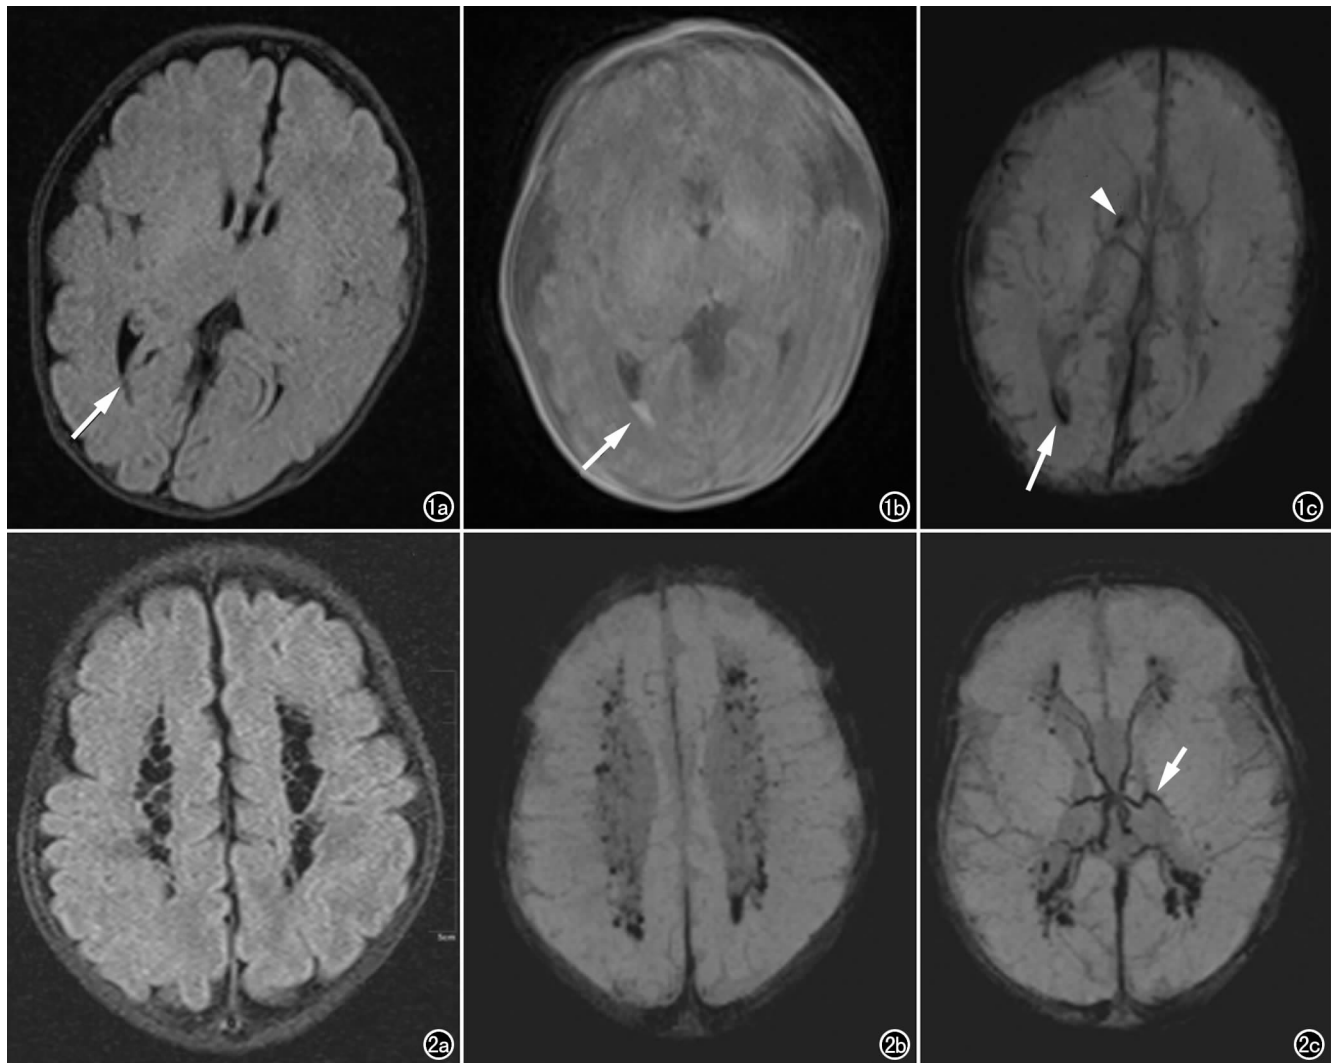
男,胎龄 35W,轻度 HIBD。a) 右侧脑室后角内见少量 T_2 -FLAIR 等信号灶(箭); b) 侧脑室后角病灶 T_1 WI 呈高信号(箭),右侧基底节未见明显异常信号灶; c) SWI 图像示右侧脑室后角内条带状低信号灶(箭),另右侧基底节区点状低信号灶(箭头)。图 2 男,胎龄 29⁺⁵W,重度 HIBD。a) 双侧脑室旁多发 T_2 -FLAIR 低信号、边界清晰囊变灶; b) SWI 图像示囊变灶内伴有多发斑点状出血灶; c) 室管膜下静脉可见异常扩张(箭)。
